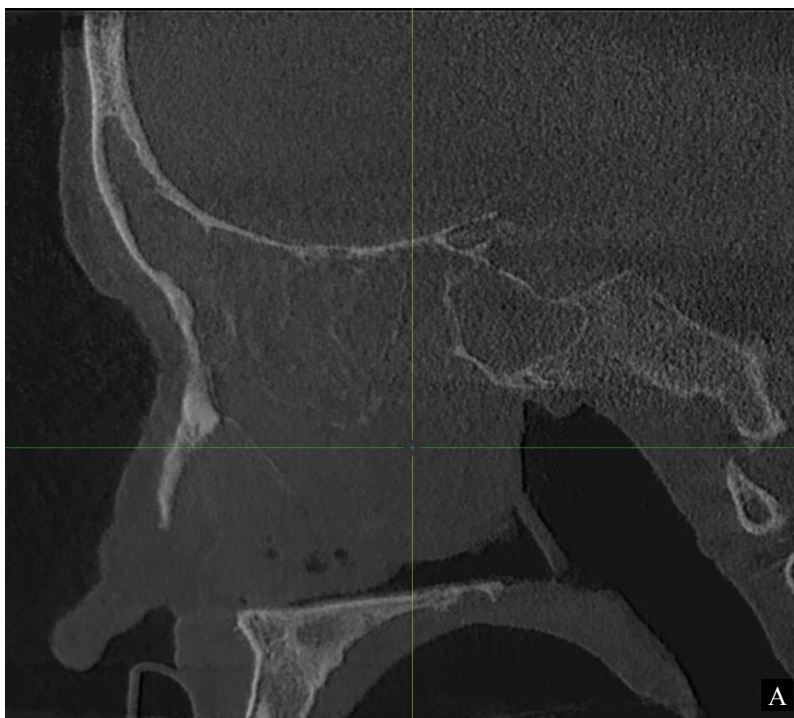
КТ – візуалізація поліпів при ХРС:
